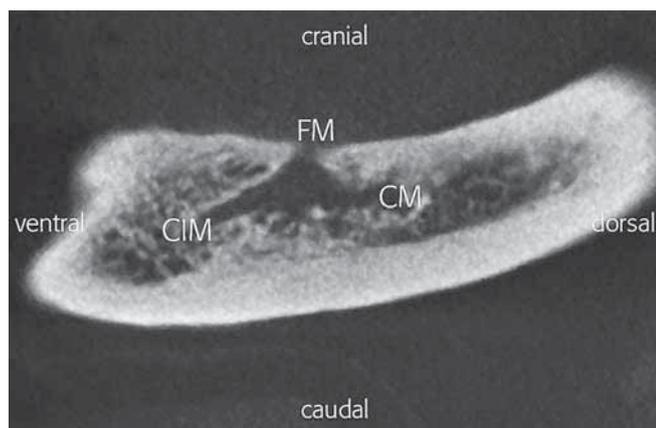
En TVN (CBCT), la coupe sagittale de la mandibule gauche d'une femme de 63 ans met en évidence la position du foramen mentonnier (FM) à proximité de la crête (CM = canal mandibulaire; CIM = canal incisif mandibulaire).
